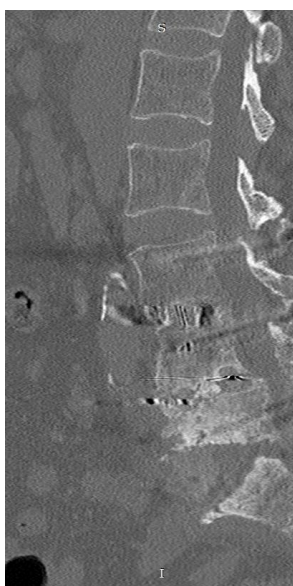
Рентгенограммы: a и b - до оперативного лечения; c и d - после оперативного лечения
